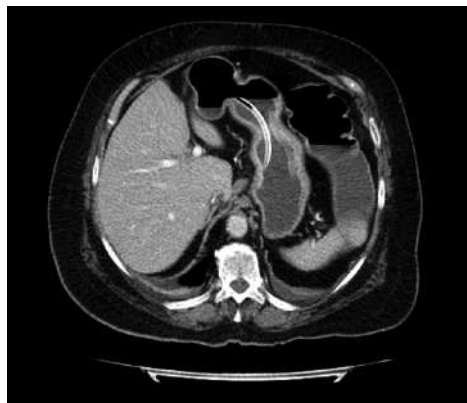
Tomografie computerizată abdominală. Ocluzie intestinală. Se vizualizează sonda nazogastrică.
